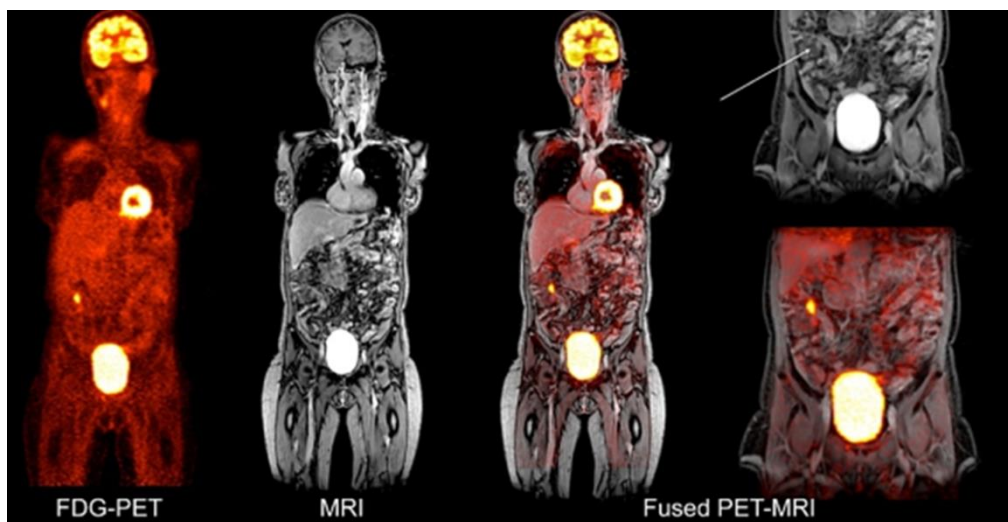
image TEP-IRM corps entier, avec fusion des 2 modalités. Source : "Inflammatory Bowel Disease" [139].
